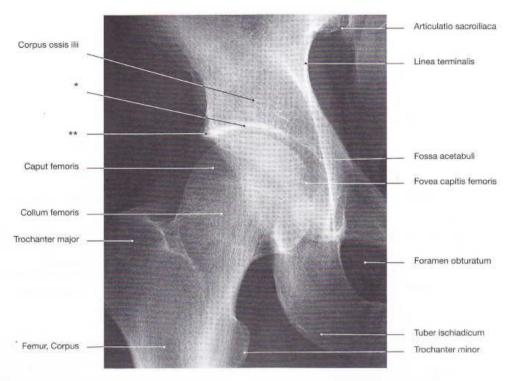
Pelvis laki-laki; radiograf pada proyeksi sinar anteroposterior (AP); posisi berdiri tegak.
